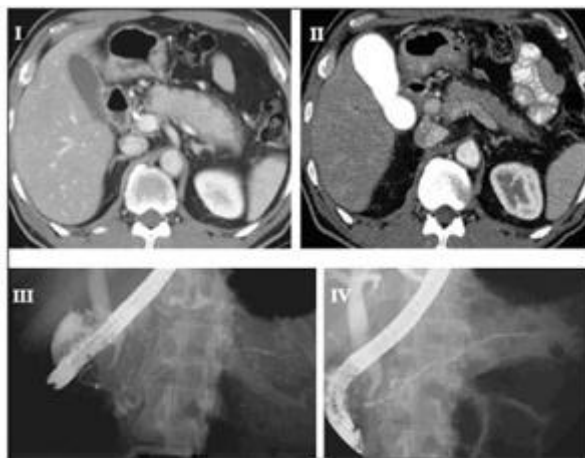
Imágenes tras TAC. I: aumento difuso del páncreas, con un borde hipodenso; II: el mismo paciente tras el tratamiento con corticosteroides, reducción del tamaño y desaparición del borde hipodenso. Imágenes tras CPRE. III: estrechamiento difuso e irregular de más de 2/3 de todo el conducto pancreático; IV: el mismo paciente tras el tratamiento con corticosteroides, evidente despliegue del conducto pancreático. Tomadas de Kim K, et al. World J Gastroenterol 2006; 12: 2487-96 (28).
